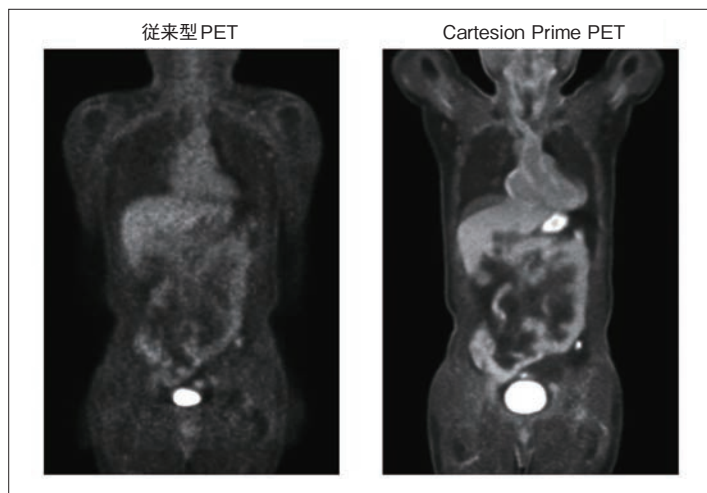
PETがん検診の健常例 (60歳代, 男性)
